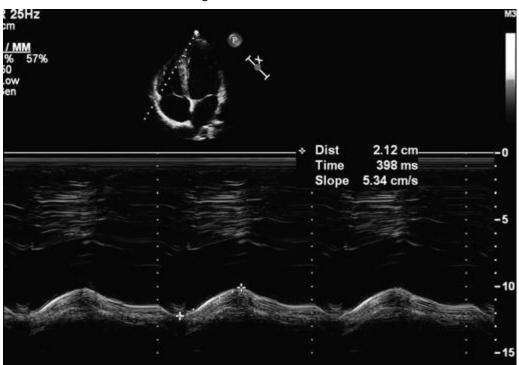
Medición de la excursión sistólica del plano anular tricuspídeo (TAPSE). La grabación en modo M se utiliza con el haz de ultrasonido alineados a través del vértice del ventrículo derecho (VD) al anillo tricuspídeo. A continuación se mide el desplazamiento vertical de la corona circular (Abajo a la derecha), dando un sustituto de la función global sistólica del VD.
